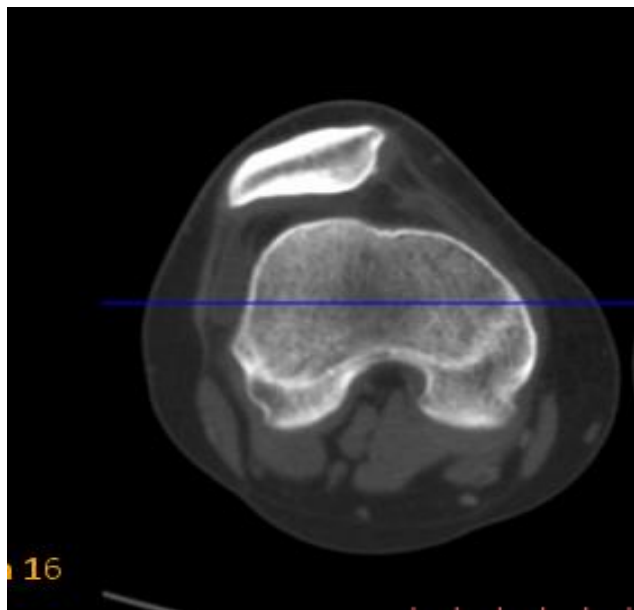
Компьютерная томограмма левого коленного сустава пациента П, аксиальная проекция: суставные взаимоотношения суставной поверхности надколенника и суставной поверхности мыщелков бедренной кости 6 (VI) типа («шляпа охотника») строения надколенника по G. Wiberg и F. Baumgartl.
